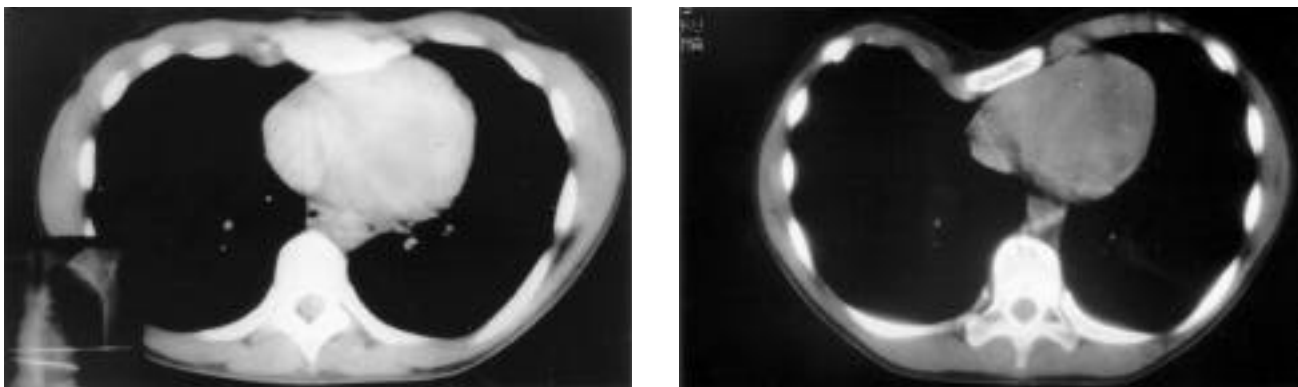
TAC pre y postoperatorio de pectus excavatum en niño de 10 años.
